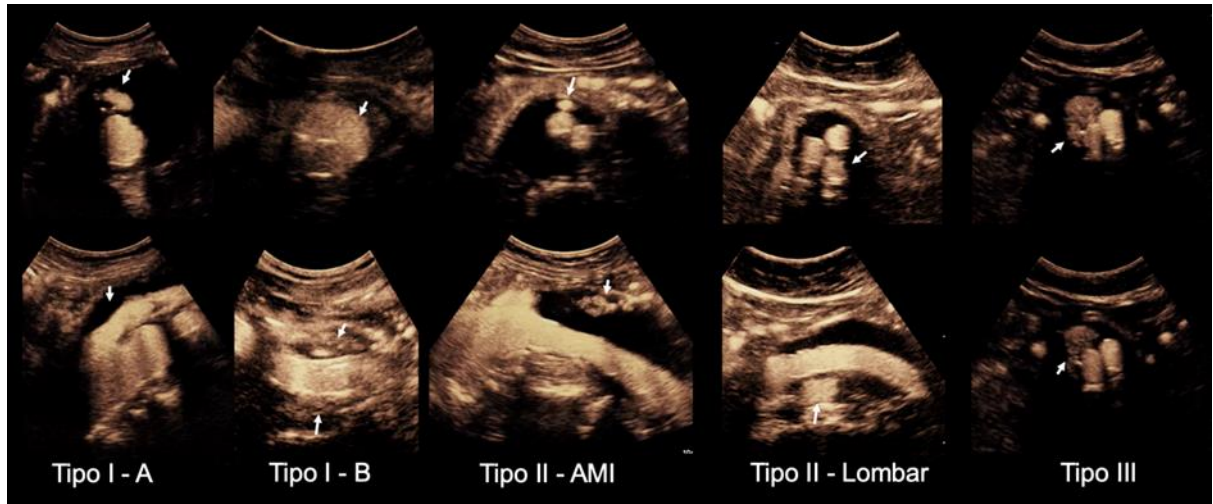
Tipos de endoleaks ao Ecodoppler após injeção do CMB. Fonte: Imagens do acervo da Clínica Coris Vascular e fornecidas com autorização.
